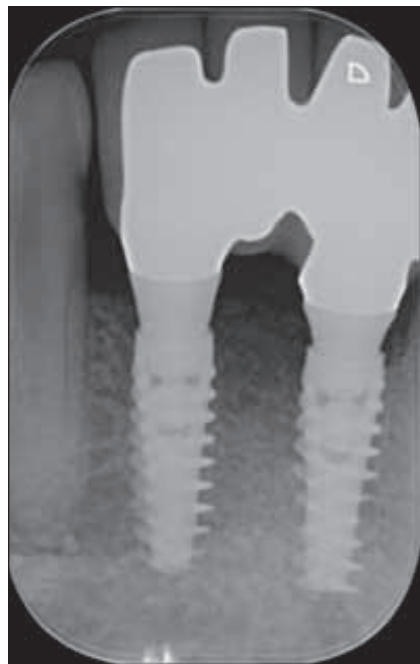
/ Radiographie rétroalvéolaire de contrôle. Noter les piliers coniques MUA en titane vissés sur les implants. Ils respectent le *platform-shifting* intégré de l'implant. (Prothèse : laboratoire N. Millière.)
